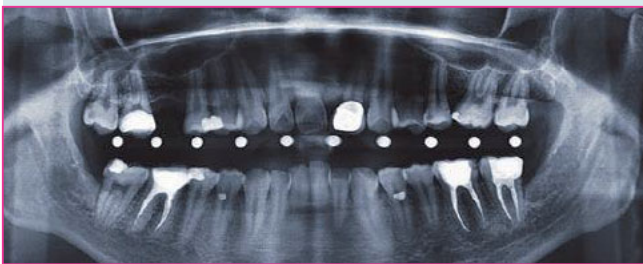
Röntgenbild präoperativ.
